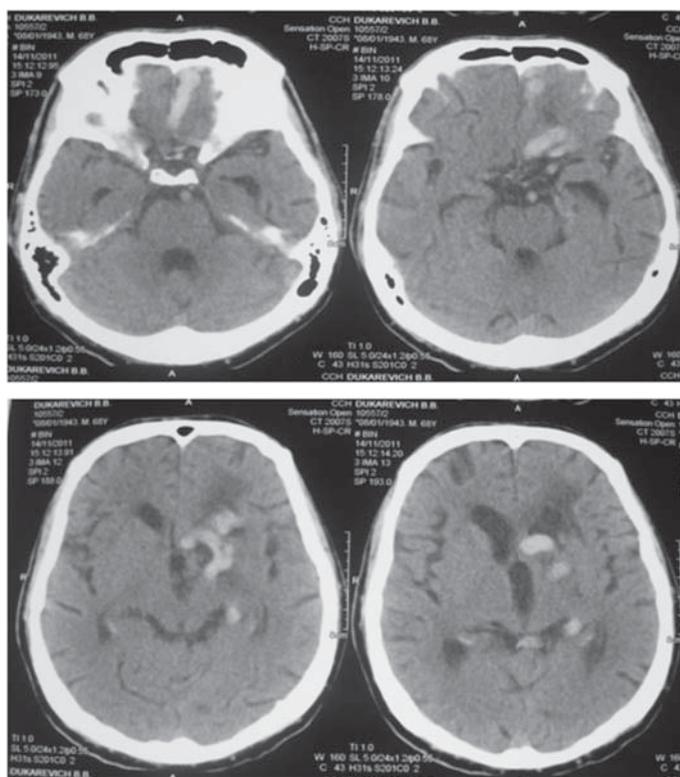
Мультиспиральная КТ + Омнипак. Артериовенозная мальформация левой гемисферы.
